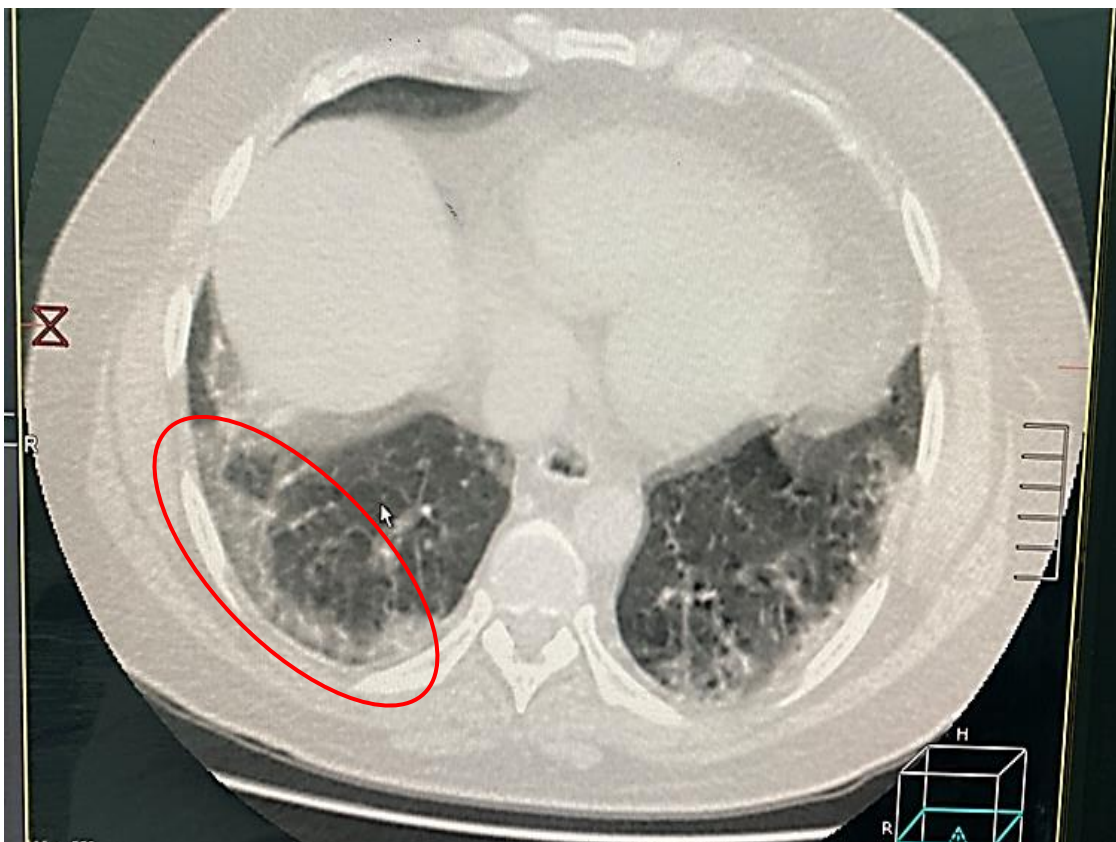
Condensation en verre dépoli basales bilatérales (TDM) "Radiographie obtenue à l'hôpital de LAGHOUAT"
